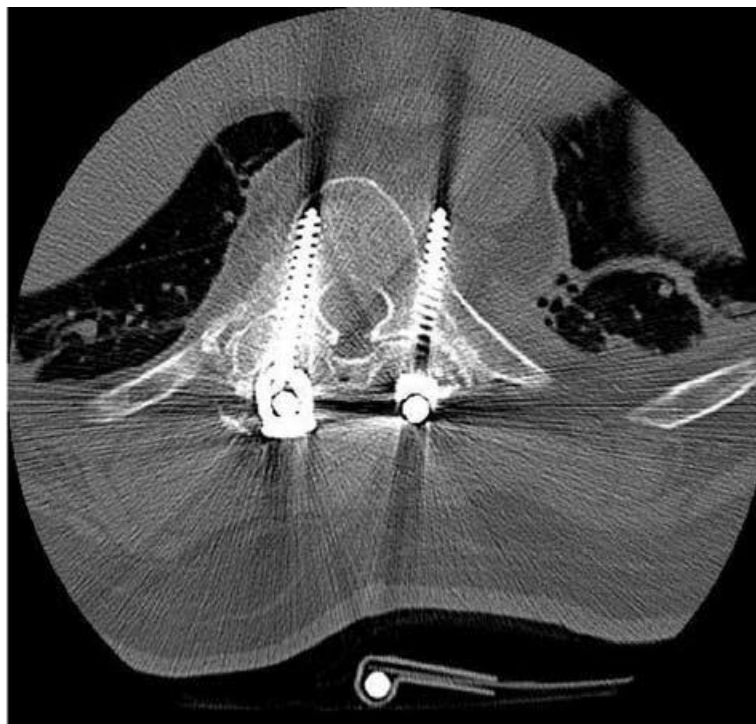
TDM coupe axiale chez un patient présentant une vis pédiculaire T10 gauche au contact de l'aorte (128).
